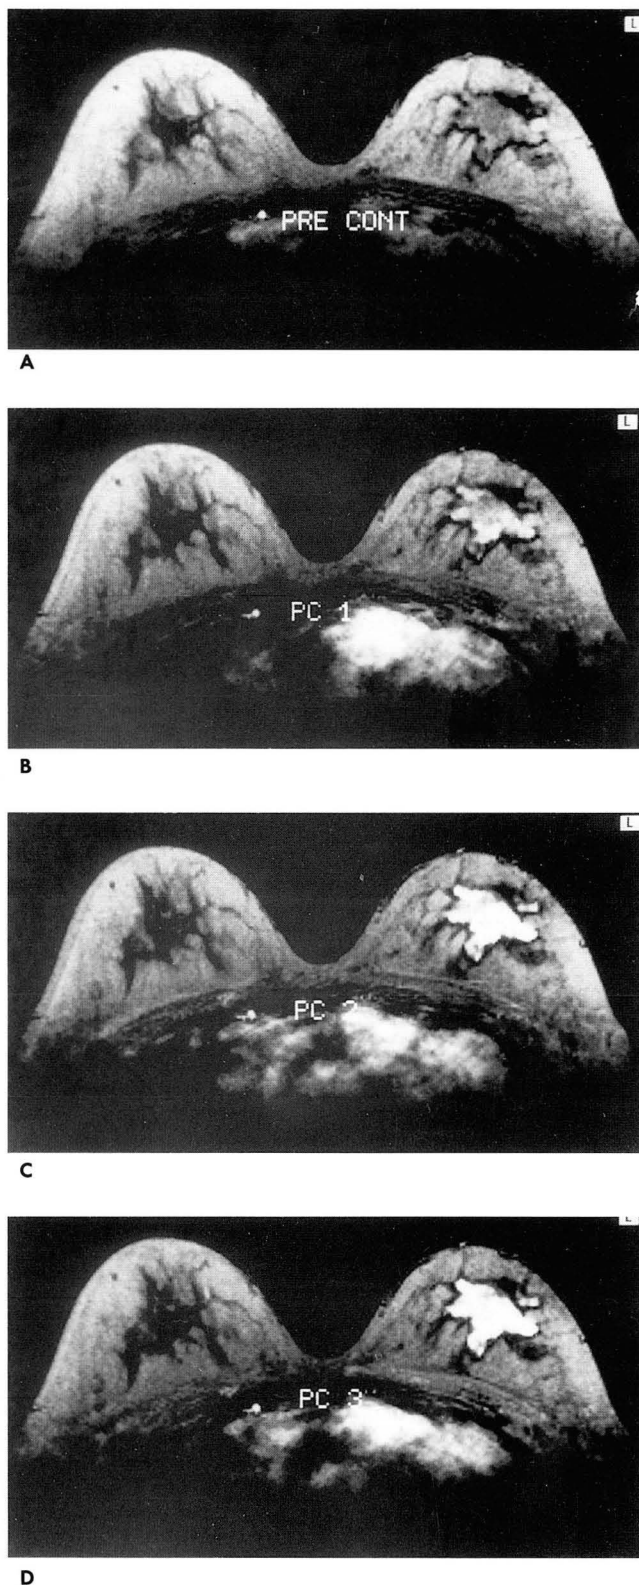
Gd-DTPA enhanced dynamic MRI of the same patient. Breast mass at the left upper central portion shows rapid strong enhancement with irregular pattern suggesting invasive carcinoma. (A: precontrast, B: post-contrast 1 minute, C: postcontrast 2 minute, D: post-contrast 3 minute)
